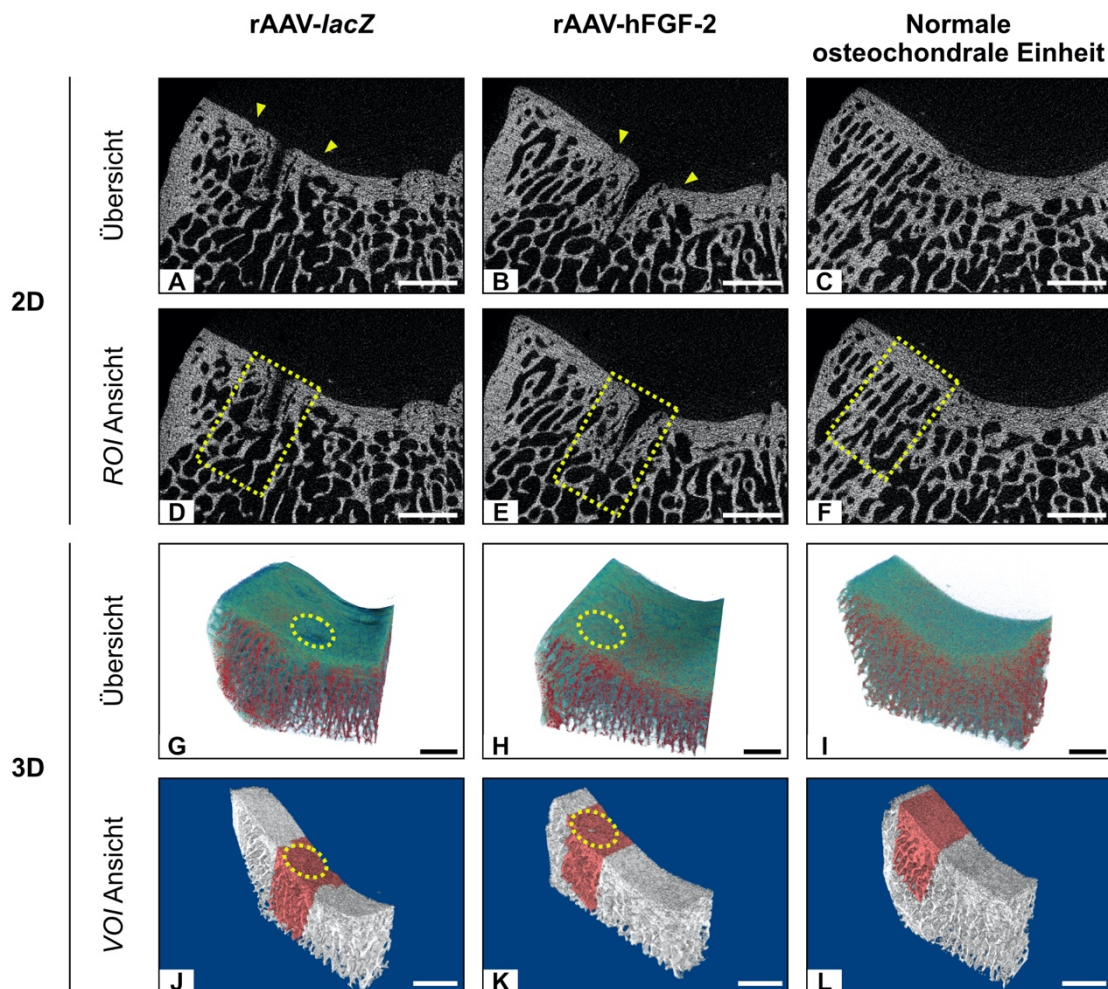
Überblick über die Mikro-CT Analysen des subchondralen Knochens. Darstellung der Defektgrenzen und der eingezeichneten, standardisierten *regions of interest* (ROI) von Kontroll- und Therapiegruppe sowie einer normalen osteochondralen Einheit im jeweils repräsentativen, sagittalen Mikro-CT-Einzelbild (A-F). Einen besseren Überblick erhält man im rekonstruierten 3D-Bild mit den jeweils eingezeichneten *volumes of interest* (VOI) (G-L). Maßstabsbalken: 3,5 mm. Die gelben Pfeile kennzeichnen die Defektgrenzen.
